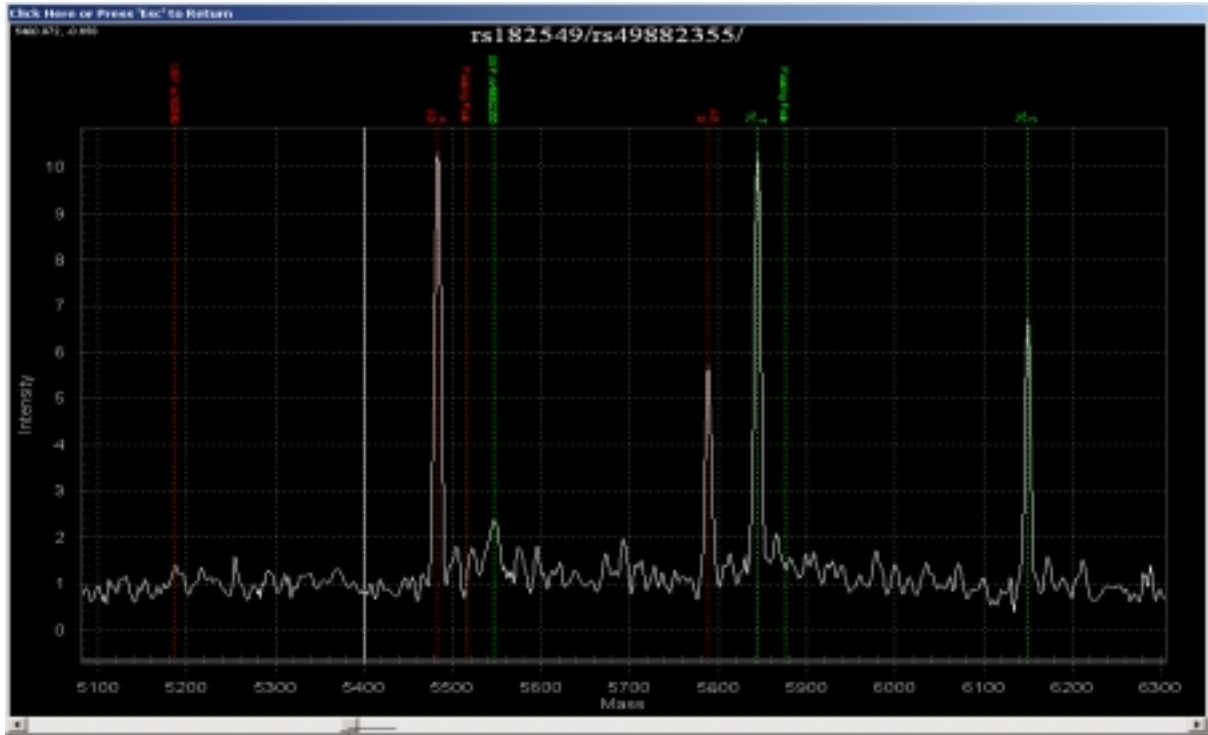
Figura representando el genotipo AG/TC.
